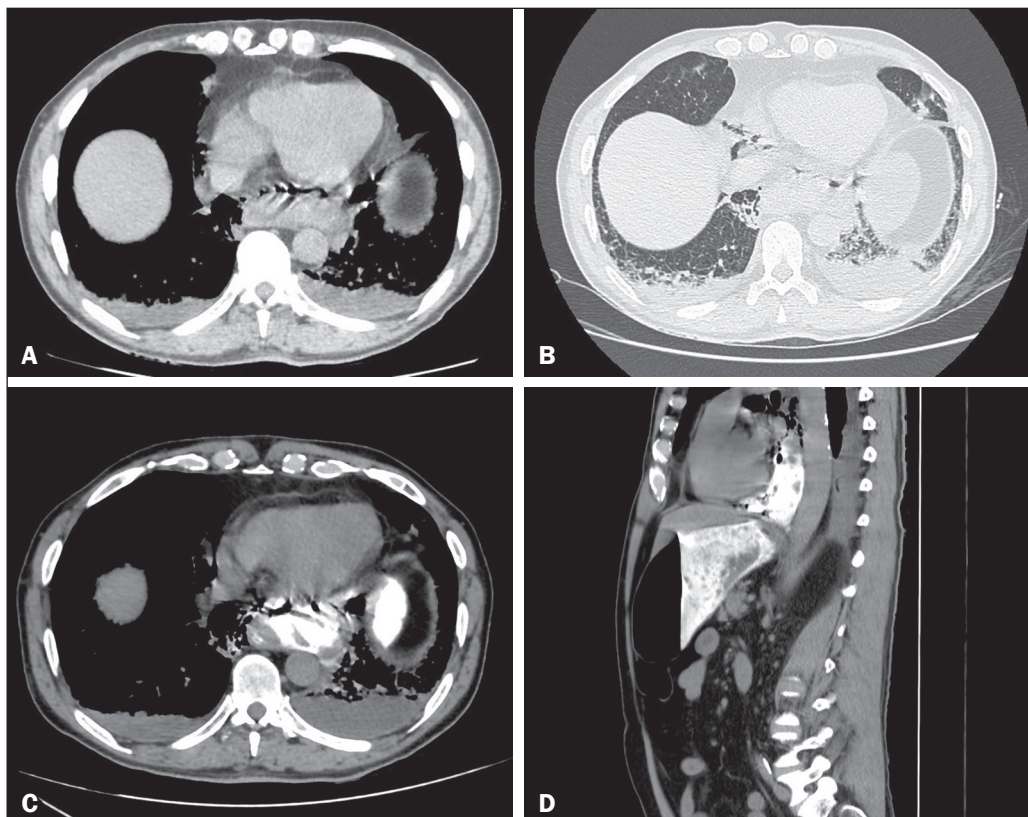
TC do tórax, corte axial, em janela para mediastino (A) e janela pulmonar (B) mostrando pneumomediastino e coleção na região do esôfago torácico distal. TC do abdome com contraste oral, cortes axial (C) e sagital (D), identificando escape do material ingerido para o interior da coleção paraesofágica.
